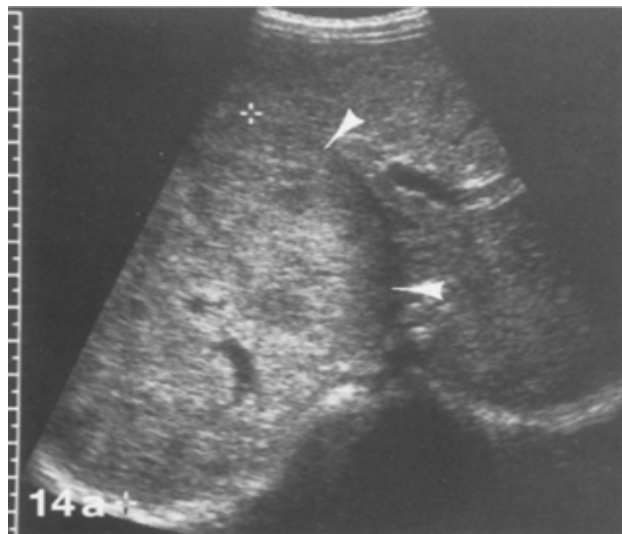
Enorme néphroblastome chez un enfant de 5 ans. L'échographie montre une masse hyperéchogène prenant naissance du pôle supérieur du rein droit (flèche), pas d'interface de séparation entre la masse et le parenchyme hépatique [12].
